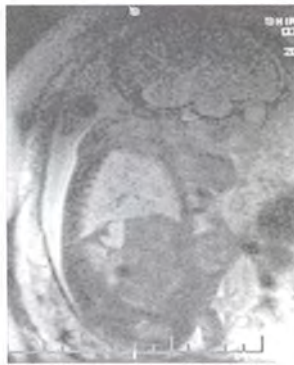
Беременность 33-34 нед. Кистозное образование надпочечника плода. МРТ T2-ВИ, сагиттальный скан
